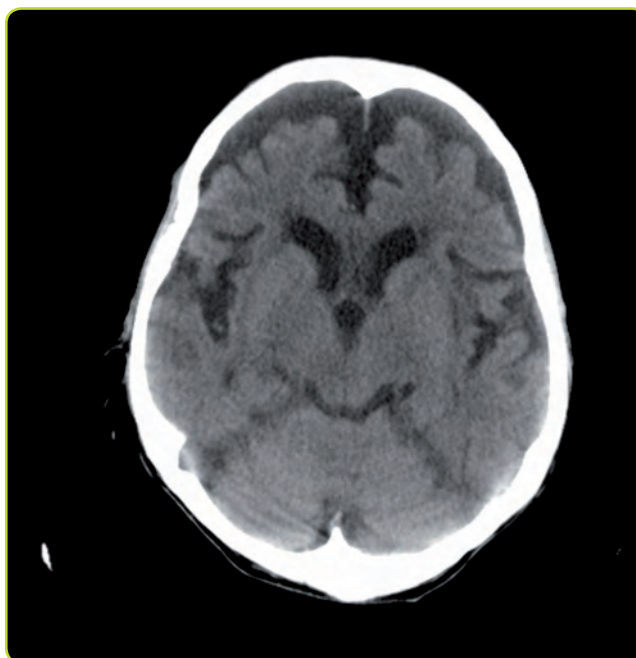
Enfermedad de Pick. TC craneal con atrofia frontal.
